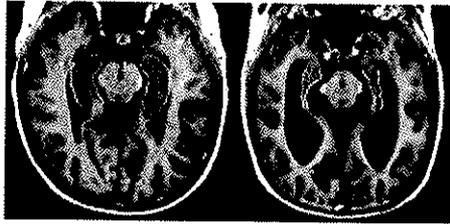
IRM d'un cerveau sain et malade, Women's college health science*
